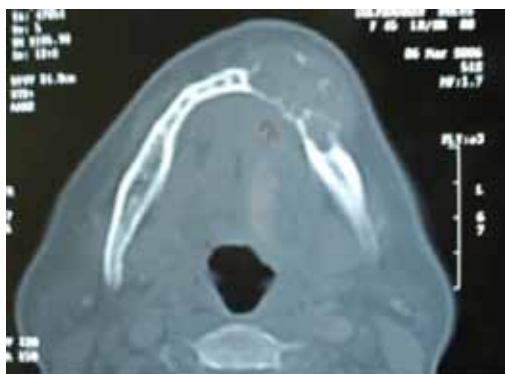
Tomografía computada.
